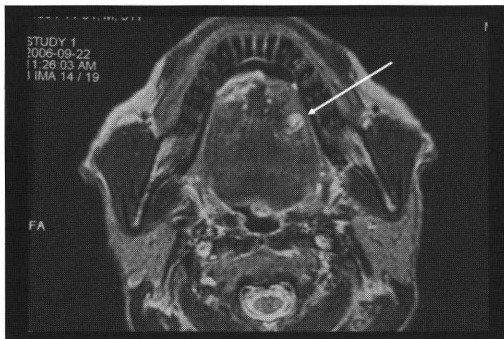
MRI (T1-Gd) にて造影増強効果を認めた (矢印)
